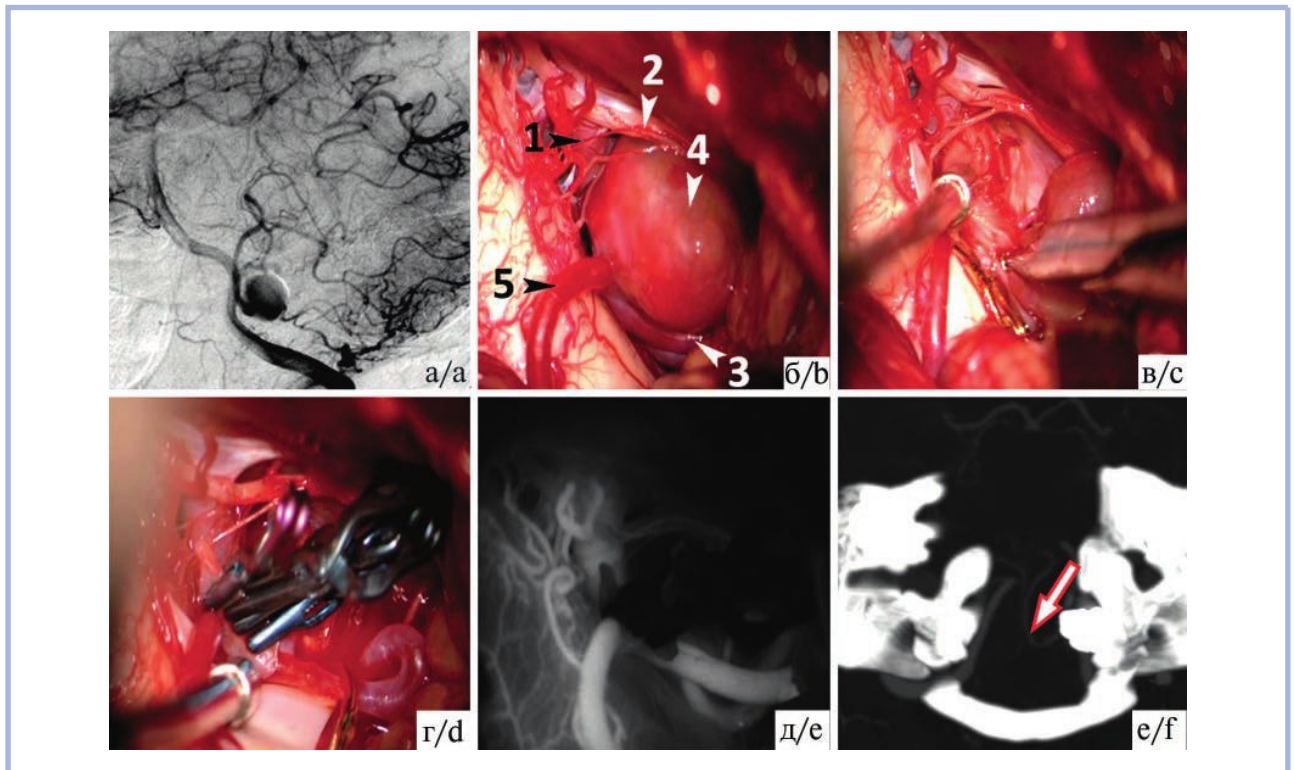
Клипирование с формированием просвета артерии при эксцентрично-фузиформной частично тромбированной аневризме тонзилomedулярного сегмента (р3) левой ЗНМА у пациентки 35 лет.
